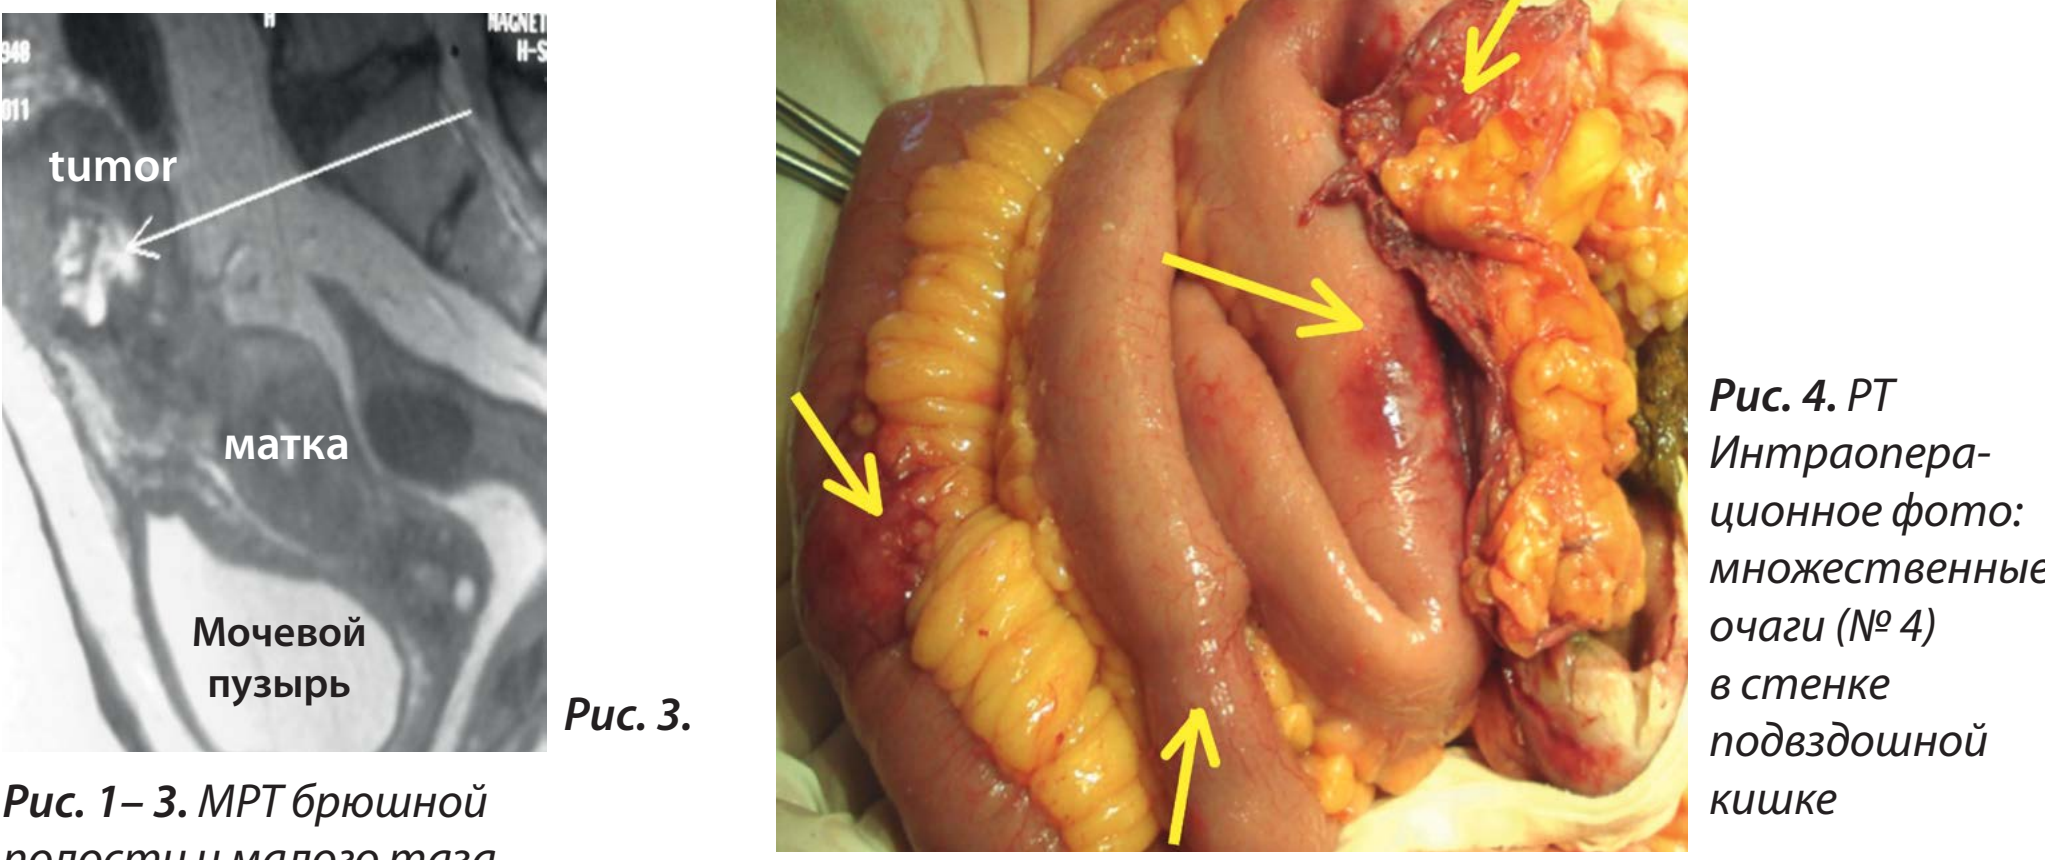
МРТ брюшной полости и малого таза
